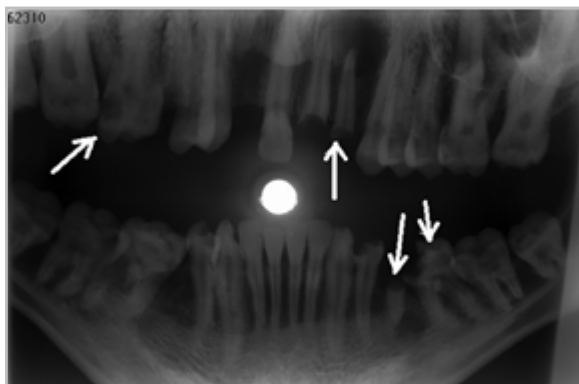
Панорамная микрофокусная внутриротовая рентгенограмма призванного Р., 18 лет, в прямой проекции. Множественный осложненный кариес 1.6, 1.5, 1.1, 2.1, 2.2, 3.6, 3.5, 3.4-го зубов с наличием очагов разрушения костной ткани диаметром от 0,8 до 1,3 см (радикулярная киста) у верхушек корней 1.5, 2.1, 2.2, 3.5-го зубов, кариес 3.3-го зуба, глубокие костные карманы в области 1.6, 1.7, 2.6, 2.7, 3.6-го зубов, снижение высоты межзубных перегородок альвеолярного гребня челюсти на 1/3 длины корней в области 1.7, 1.6, 2.6, 2.7-го зубов
